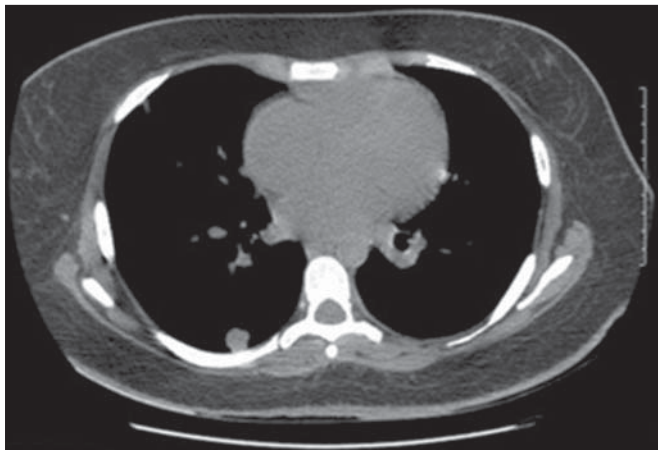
Tomografia computadorizada de tórax contrastada de paciente em acompanhamento mostrando inúmeras lesões metastáticas pulmonares. Embora de significado clínico limitado, observa-se ainda presença de micrometástases difusamente espalhadas pelo parênquima pulmonar.
